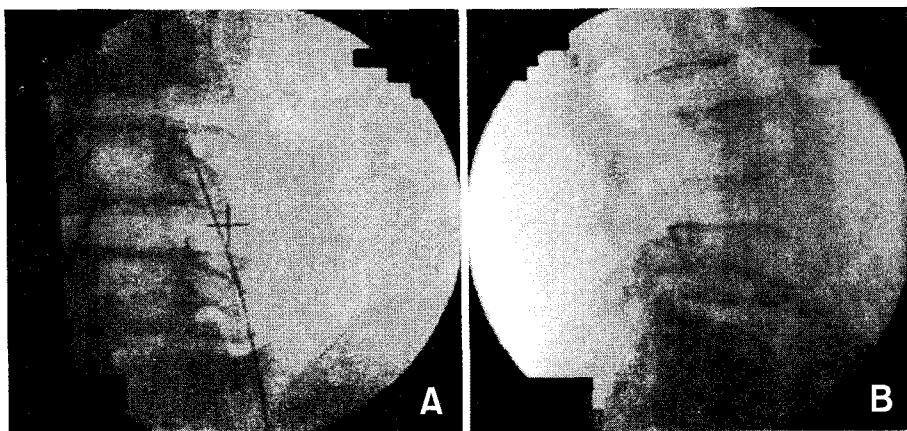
Oblique radiograph (A) and lateral radiograph (B) show the RF cannula positions at L3 levels for L2 medial branch neurotomy.
